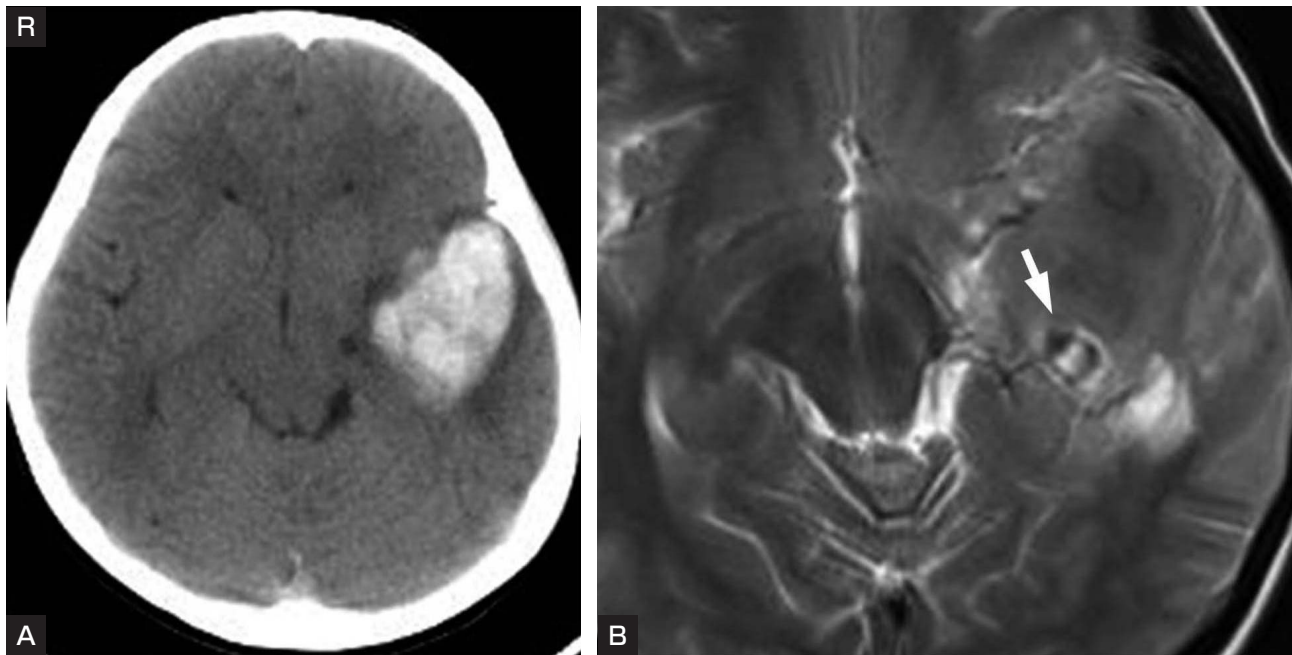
Computed tomography and T2-weighted MRI images of Patient 2.
